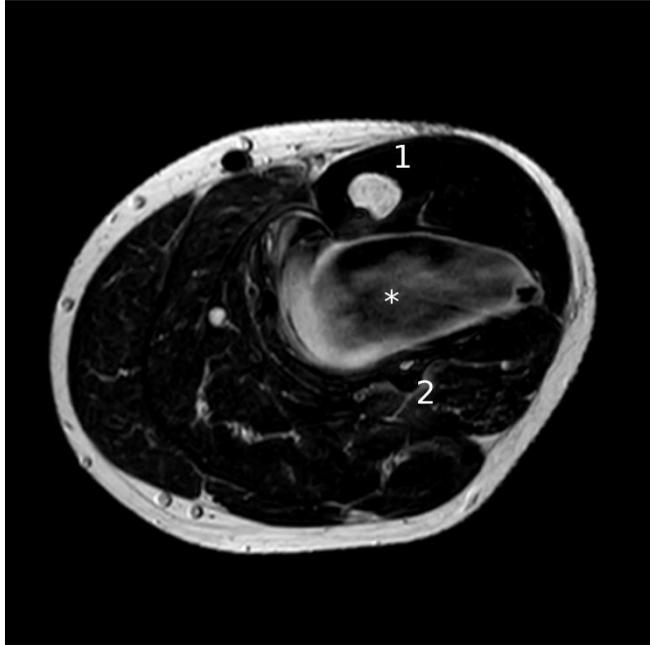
小腿 MRI（轴向，T2），位于膝关节间隙远端，距离 15 厘米（图像由 Radiologie 360° 提供）：（1）胫骨，（2）腓骨，（*）“肿瘤”。
